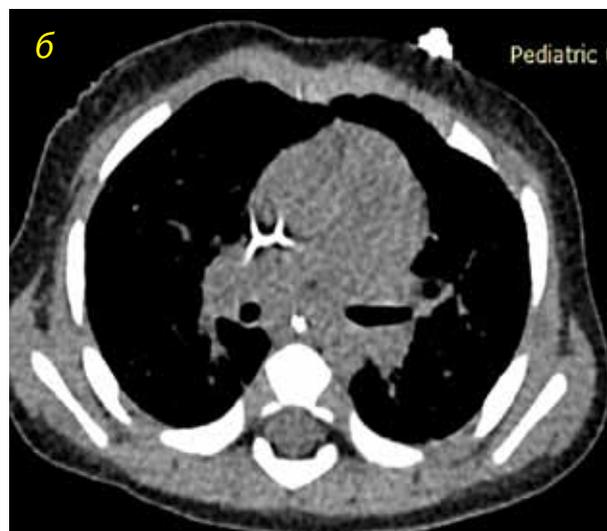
Пациент К., КТ органов грудной клетки от 29.01.2020 г. в аксиальной проекции; пояснения – в тексте
